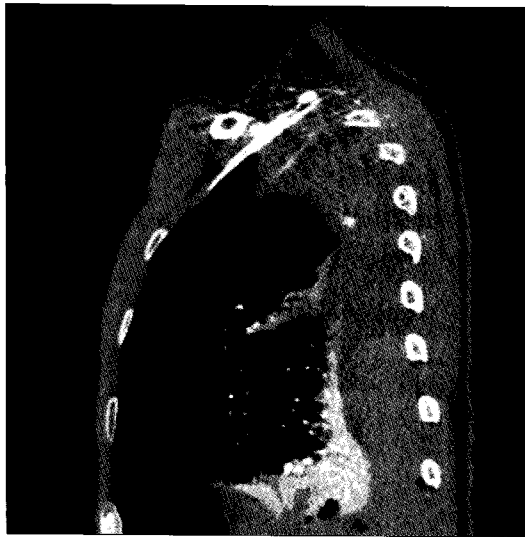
Chest CT. Sagittal view shows hematoma and apical aberrant arterial bleeding with enhancement (pseudo-vein sign).
